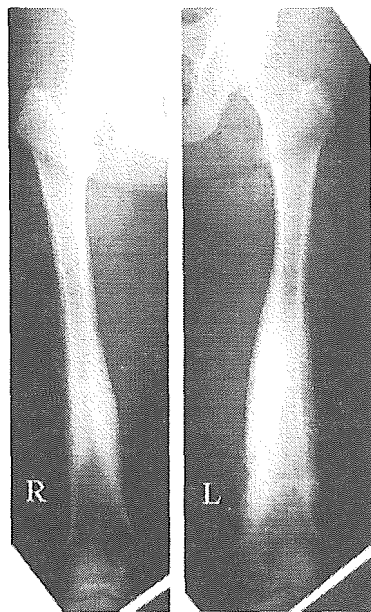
Anteroposterior radiograph of the femora obtained at the age of 45 years. A remarkable thickening of the cortex and sclerosis were detected in the right femur, while progressive changes were noted in the left femur compared with the initial radiographs
